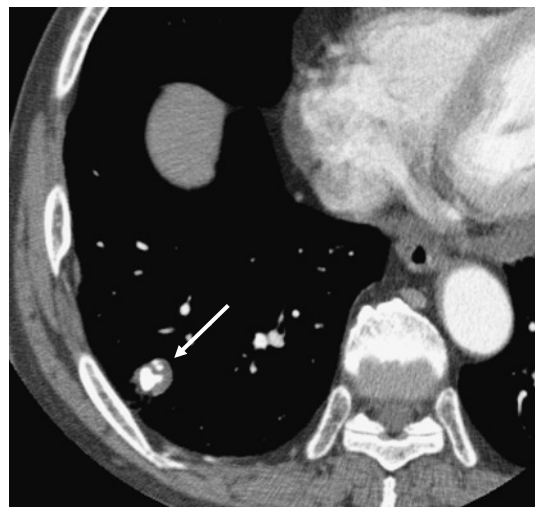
Hamartoma. A CT scan shows a well-defined nodule with “popcorn” calcification in the right lower lobe.
